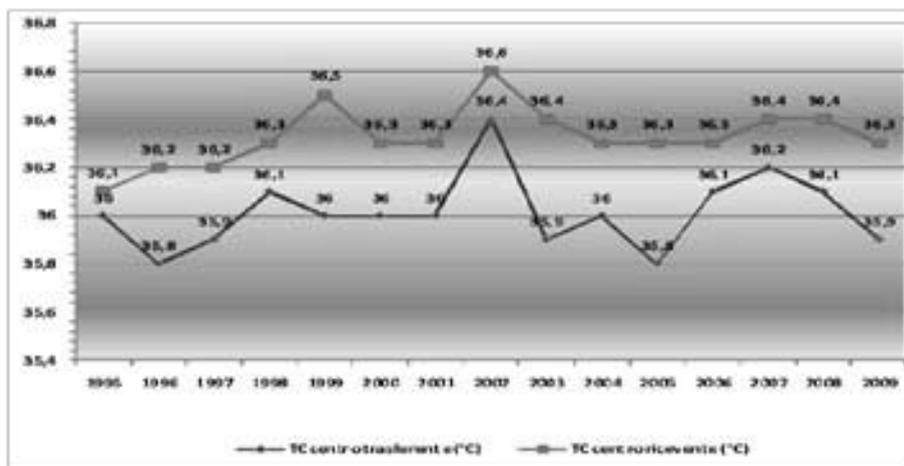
Temperatura corporea (TC) in °C al centro trasferente e al ricevente
